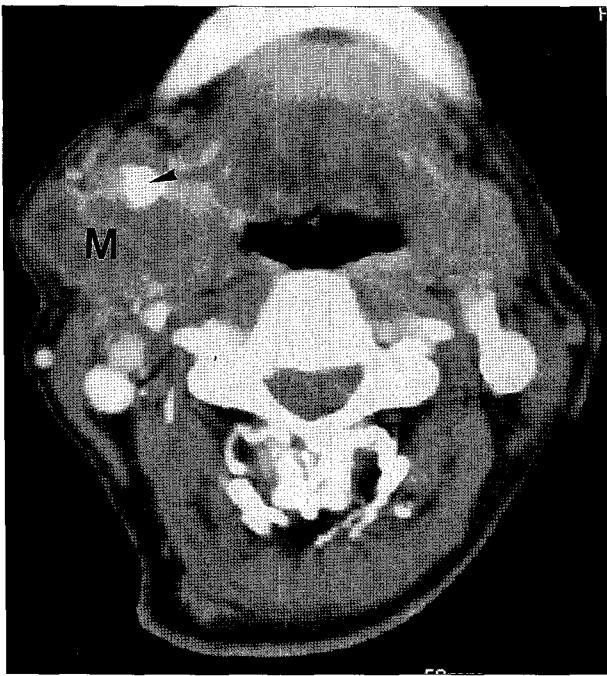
CT finding of adenoid cystic carcinoma. Note lobulated mass (M) in right submandibular gland with dense calcification (arrowhead).
